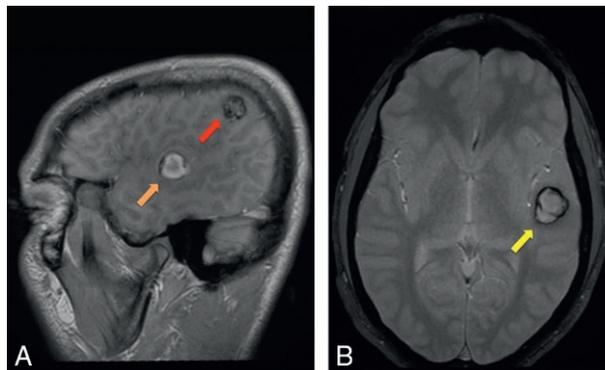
IRM cérébrale d'un jeune patient ayant présenté un saignement symptomatique sur un cavernome temporal gauche.
